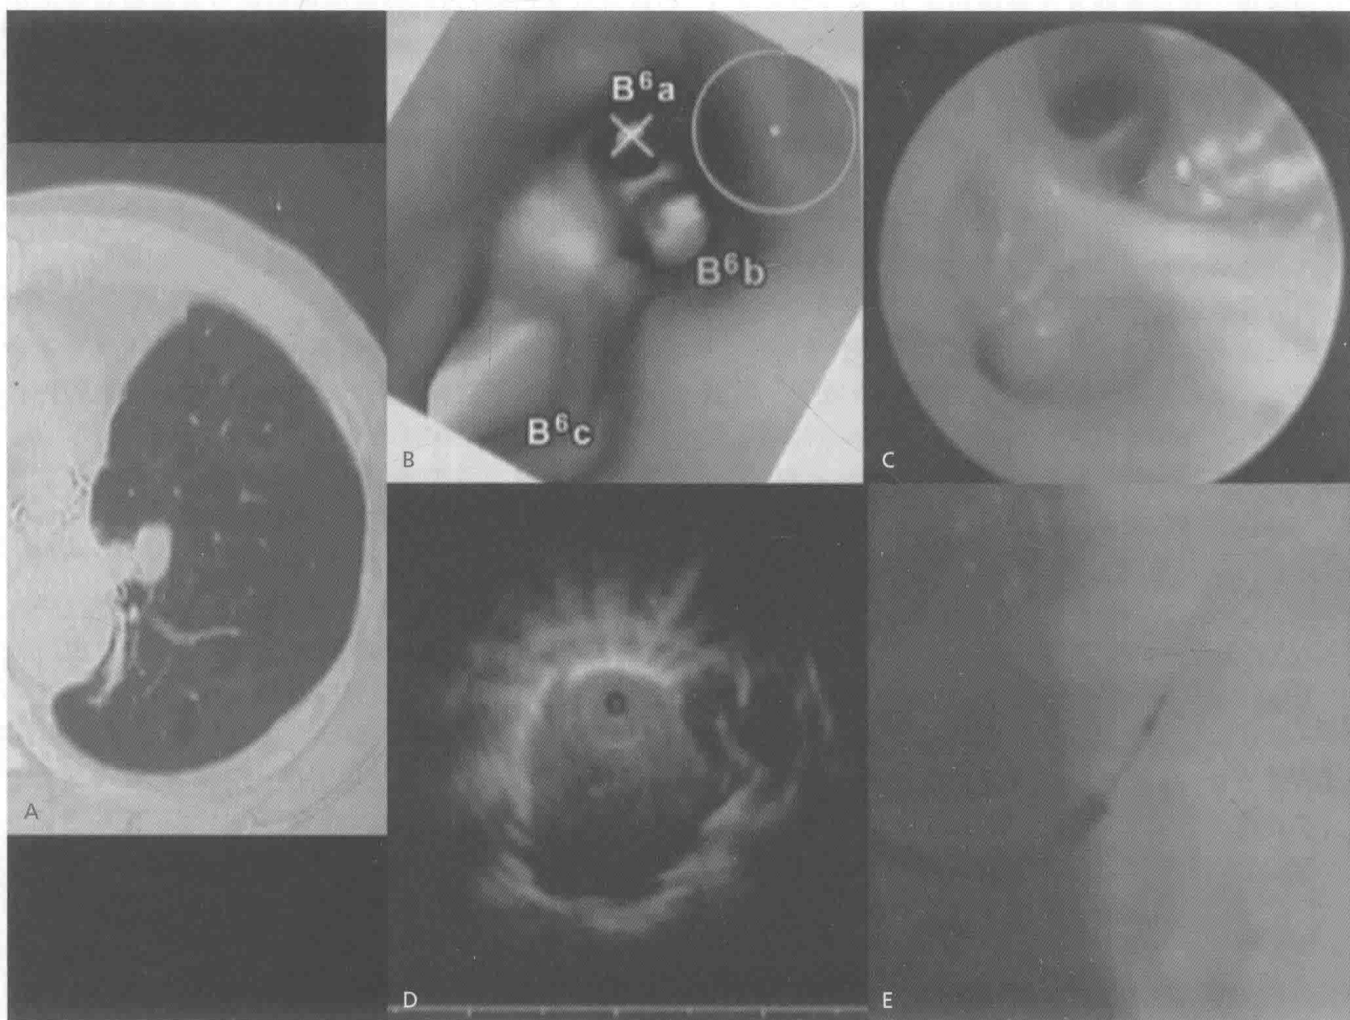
根据活组织检查结果确诊的肺腺癌。(A)胸部 CT 显示在左下叶有小结节。(B)虚拟支气管镜导航(VBN)联合(C)经支气管超声引导鞘管技术(EBUS-GS)确认位于 B6b 肺段远端的结节位置。(D)通过一根 20MHz 超声径向探头探查可清楚地观察到病灶的内部结构。(E)在 X 线透视下将引导鞘管引导至病灶位点。(B,C 见彩插)
